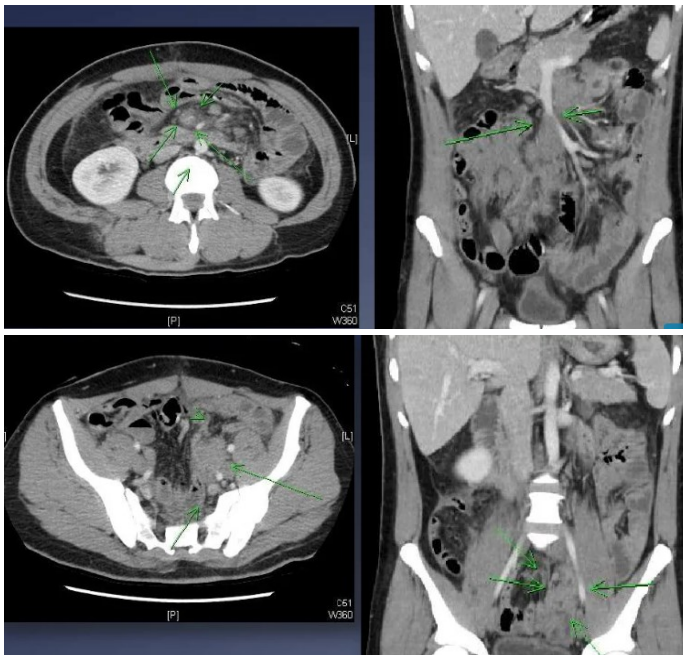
Gartner syndrom, tumoren er diffust afgrænset, omkranser SMV og distale mesenterielle vener-risiko for tarmiskæmi. CT med iv kontrast er en fordel at kortlægge de vaskulære strukturer. Samme patient med multifokale læsioner, i ve . side af bækkenet.Kontrast opladningen er mildt til moderat , involvering af nærliggende tarmsegment.
